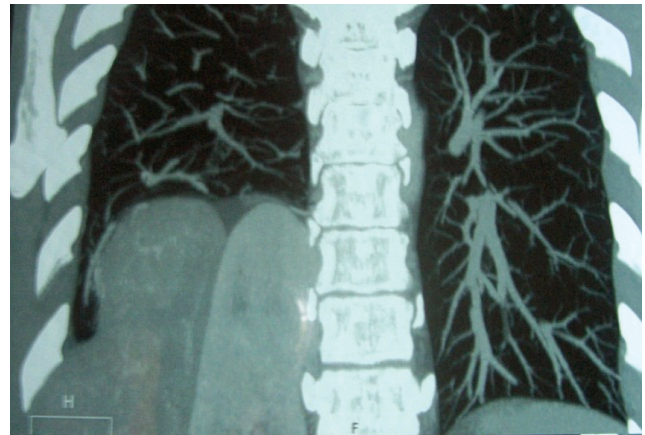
Tomografia computadorizada (corte sagital).
